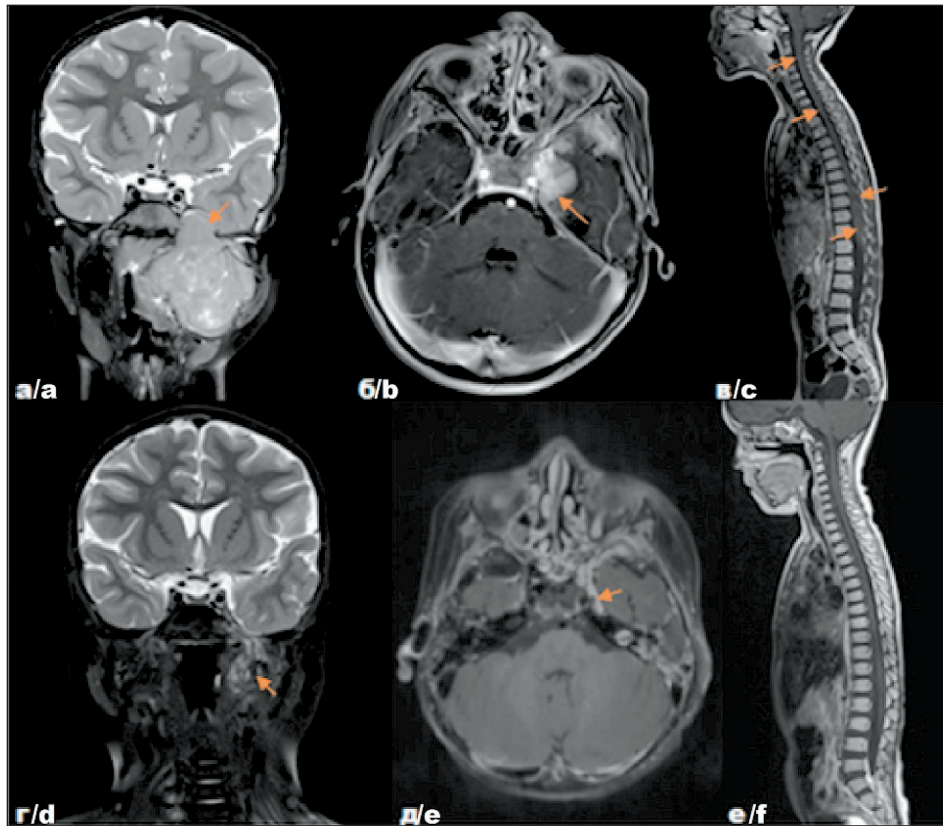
Собственные результаты исследований пациентки П. с диагнозом: Эмбриональная рабдомиосаркома параменингеальной локализации с интракраниальным распространением, метастатическое поражение лимфатических узлов, лептоменингеальные метастазы в спинном мозге, стадия IV (T2вN1M1. IRS IVa) до лечения – на томограммах во фронтальной (а), аксиальной (б) и сагиттальной (в) проекциях и после комбинированного лечения – на томограммах во фронтальной (г), аксиальной (д) и сагиттальной (е) проекциях. Примечание: рисунок выполнен авторами
